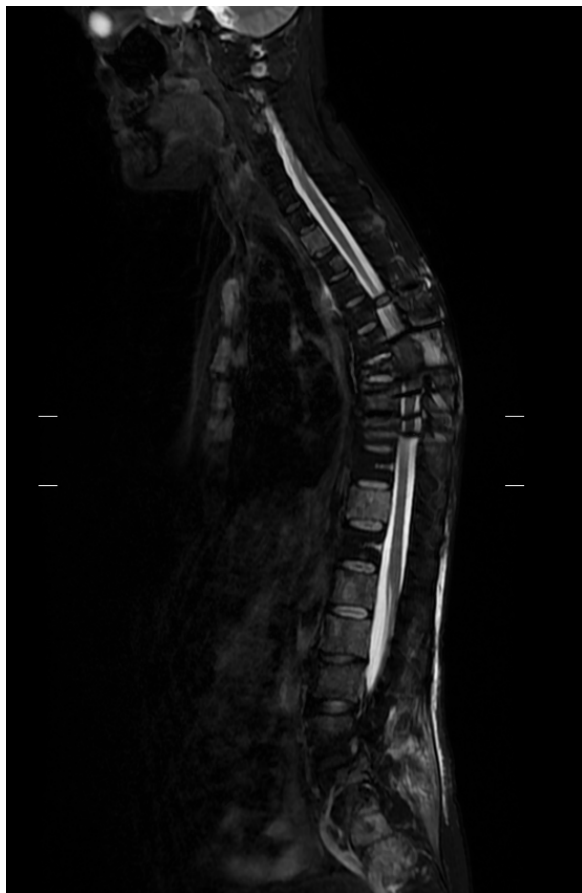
Imagen de RMN corte sagital tras intervención quirúrgica.
